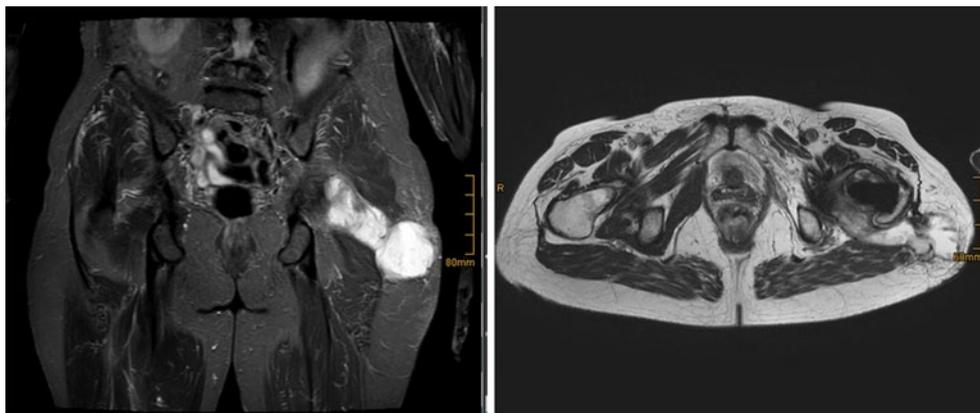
▲ Magnetresonanztomographie (MRT) mit Weichteilbeteiligung bei linksseitigem TEP-Infekt
